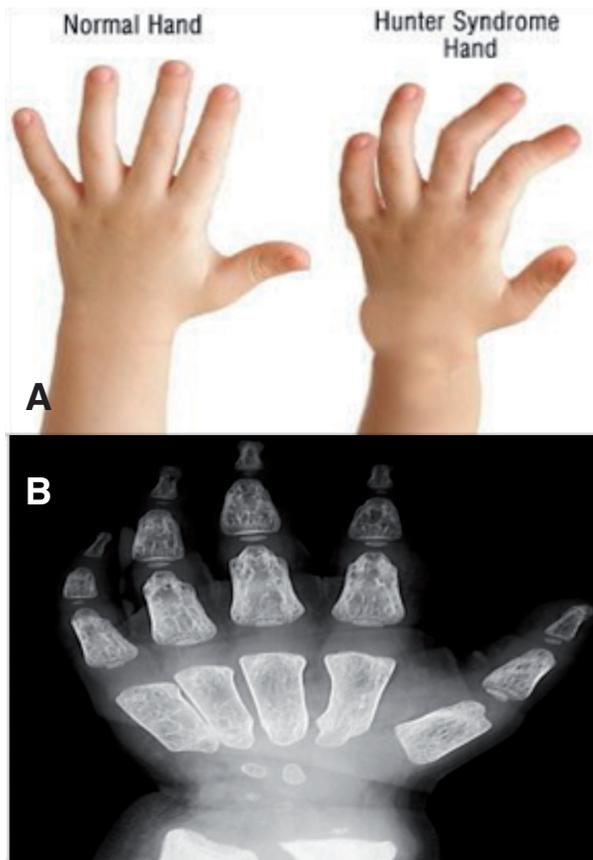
(A) MANO EN GARRA: retracciones articulares. (B) Radiografía de mano: MANO EN GARRA, disostosis, osteopenia, hipoplasia del carpo⁶¹.
